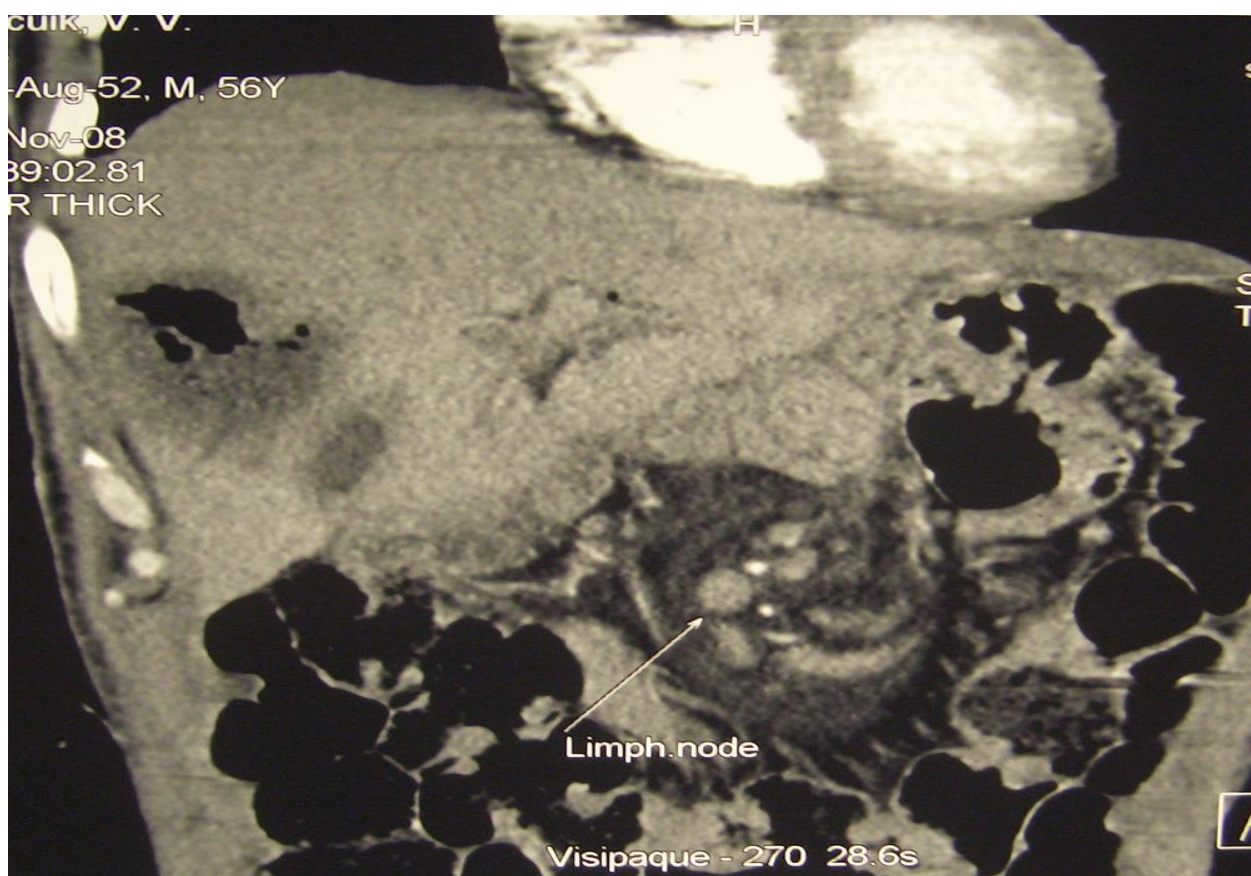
МСКТ. Абсцеси печінки після ПДР.
